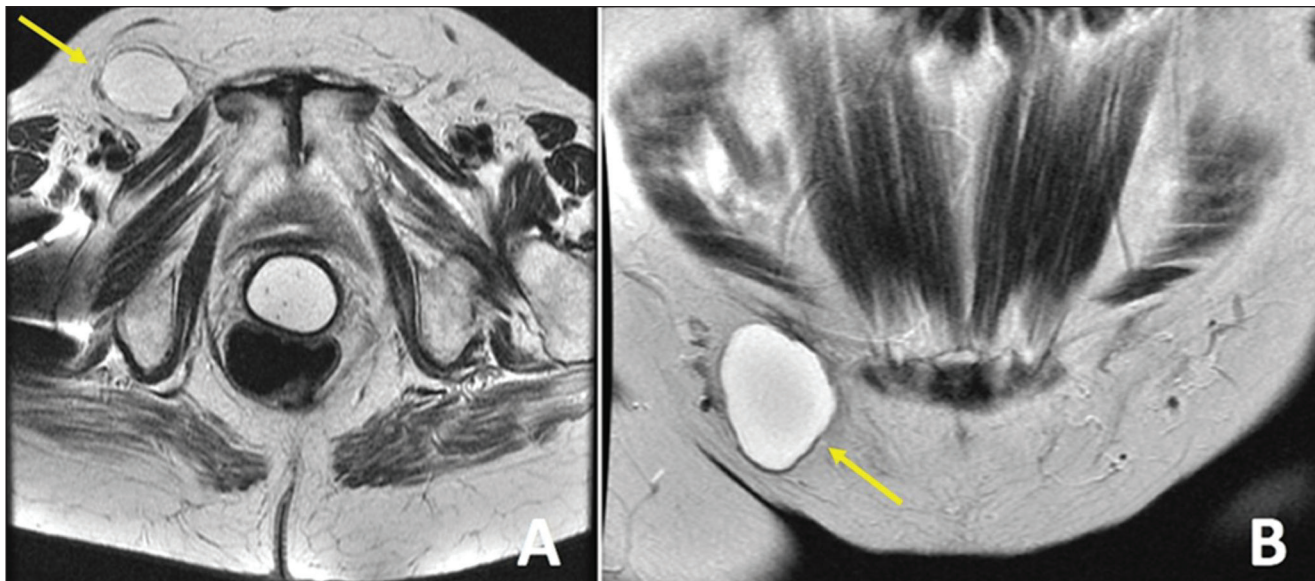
Ressonância magnética ponderada em T2 axial (A) e coronal (B) mostra lesão de aspecto cístico no canal inguinal direito, com paredes finas, sem septos ou componentes sólidos, compatível com cisto do canal de Nuck. Cortesia: Dr. Fernando Mansano.
